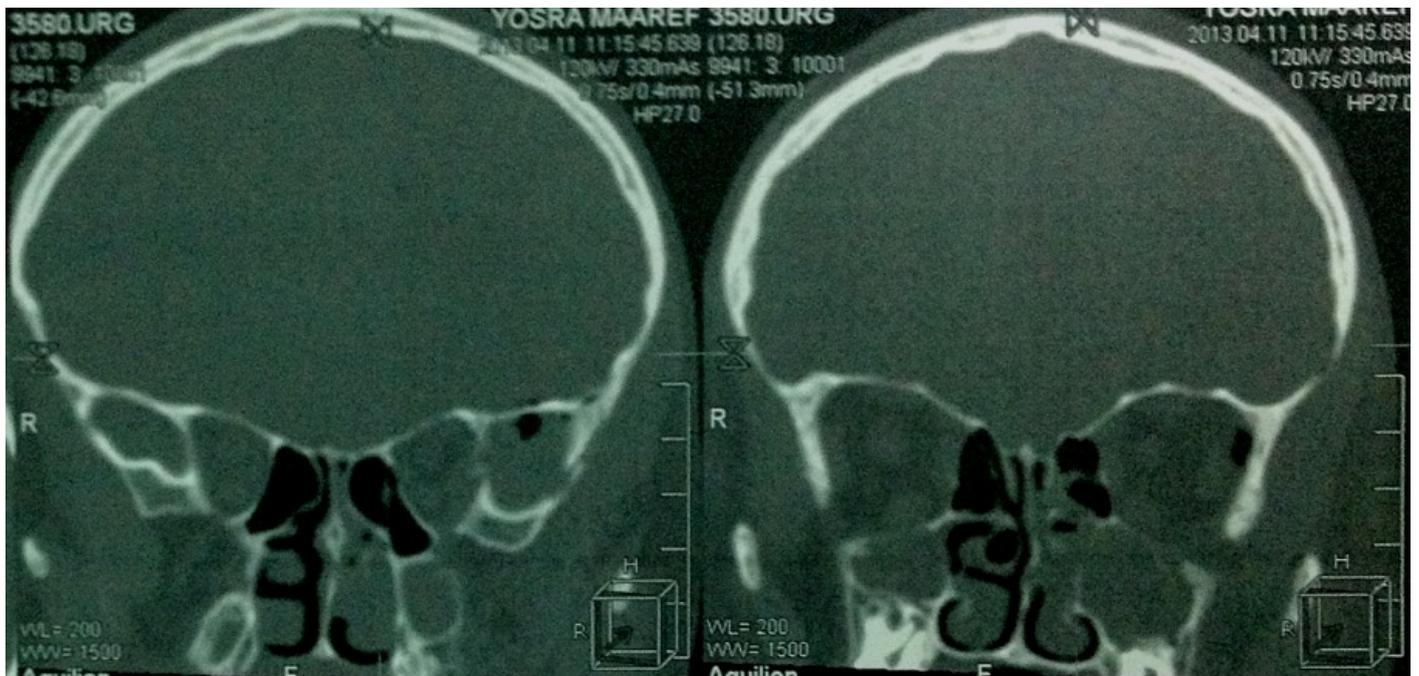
TDM orbito-cérébrale : Fracture de la paroi latérale (flèche blanche) de l'orbite gauche sans signes d'incarcération musculaire avec pneumo-orbite (flèche noire).
